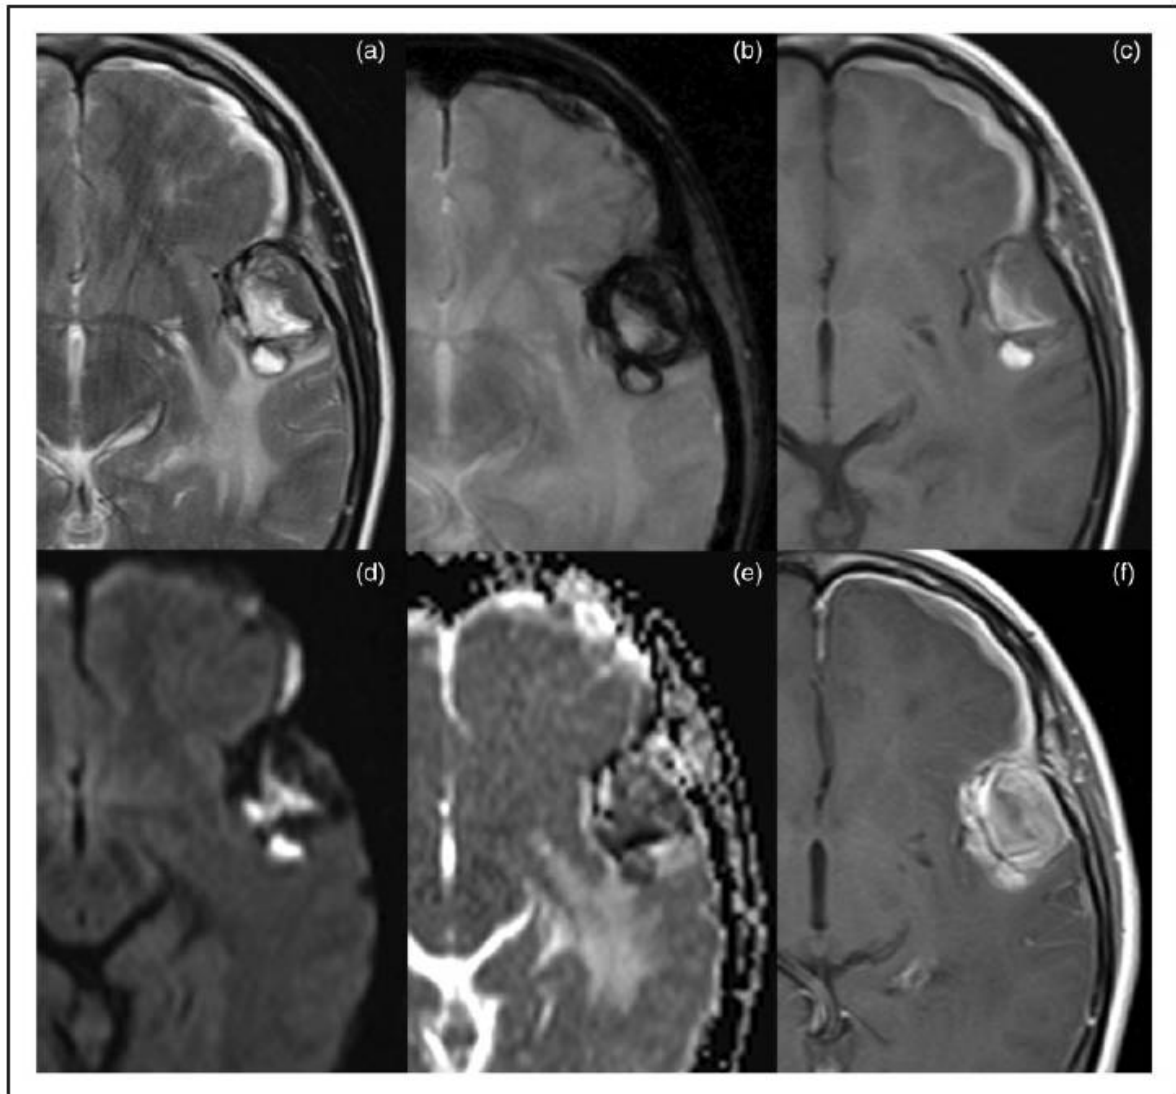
IRM cérébrale. Lésion dans le temporal gauche avec un signal hétérogène en imagerie pondérée en T2 (a) et un rehaussement (f) ; la lésion a pris un signal élevé en imagerie pondérée T1 (c) compatible avec un contenu hémorragique et présente un bord périphérique de faible signal en T2* (b) suggérant un dépôt d'hémosidérine. L'imagerie pondérée en diffusion et la carte du coefficient de diffusion apparent en (d et e) montrent un signal hétérogène dû à la présence de produits sanguins [99].
